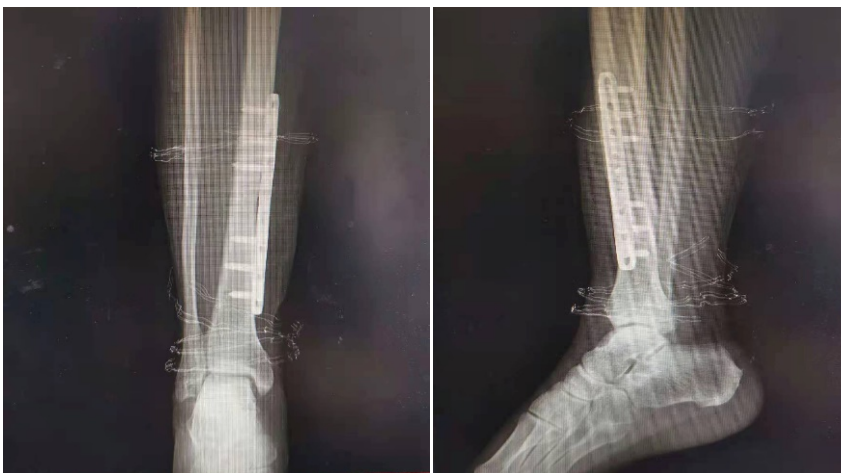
X-ray reexamination in 1 month after surgery
